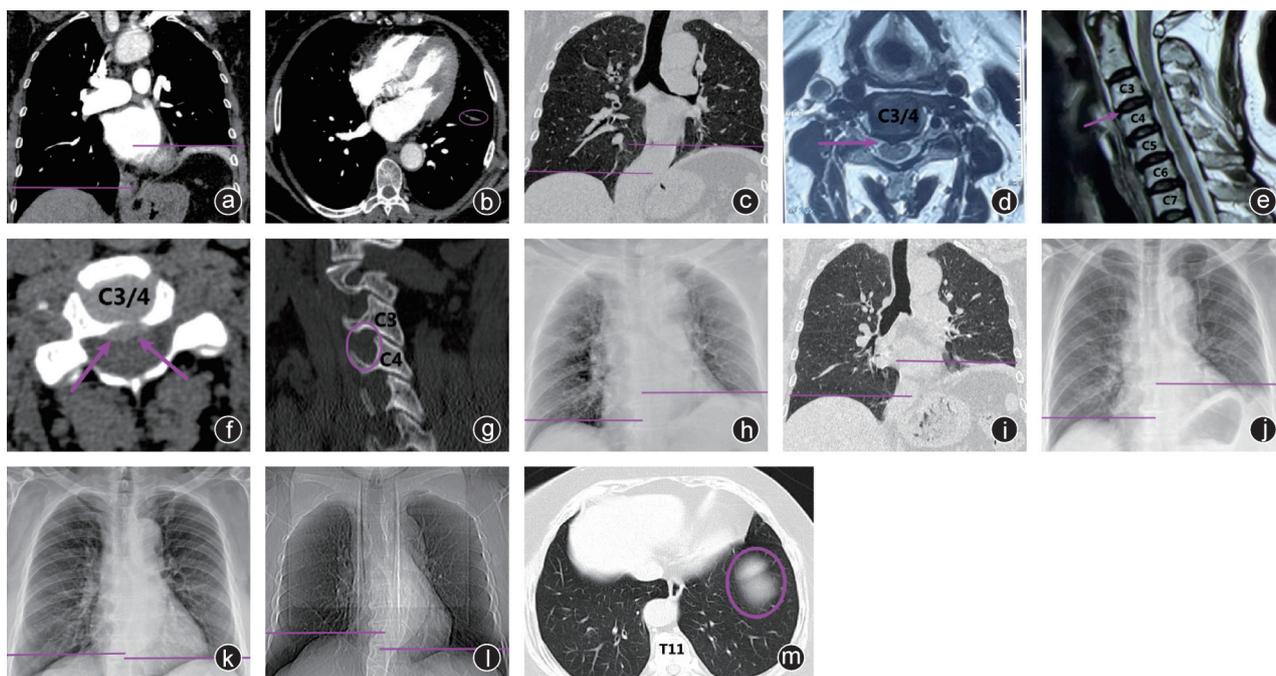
影像学检查 a~c:CTA/肺部CT均显示左膈肌异常升高;d,e:颈椎MRI示C<sub>3/4</sub>椎间盘突出,硬膜囊及左侧神经根受压;f,g:颈椎CT示C<sub>3/4</sub>椎间盘突出,左侧椎间孔无骨性狭窄;h,i:术后1日、1周肺部影像示两侧膈肌相对位置未见明显改变;j:术后1个月胸部X线示左膈肌略降低,两侧膈肌相关位置缩小;k:术后3个月胸部X线示左侧膈肌恢复正常;l,m:术后3年胸部影像示左膈顶平T<sub>11</sub>椎体上缘,两侧膈肌位置正常
